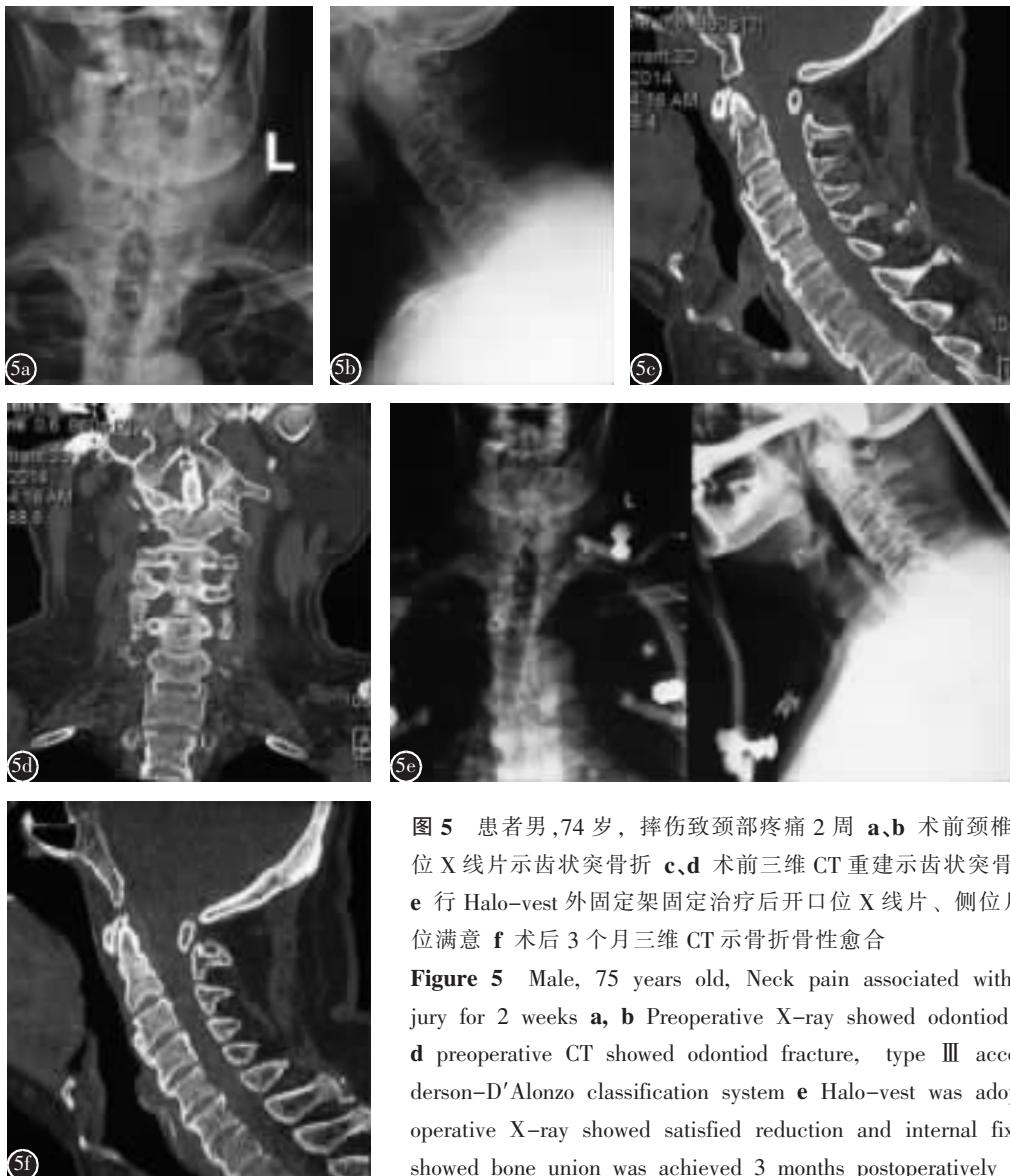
患者男,74岁,摔伤致颈部疼痛2周 a,b术前颈椎开口位、侧位X线片示齿状突骨折 c,d术前三维CT重建示齿状突骨折,浅Ⅲ型 e行Halo-vest外固定架固定治疗后开口位X线片、侧位片示骨折复位满意 f术后3个月三维CT示骨折骨性愈合
